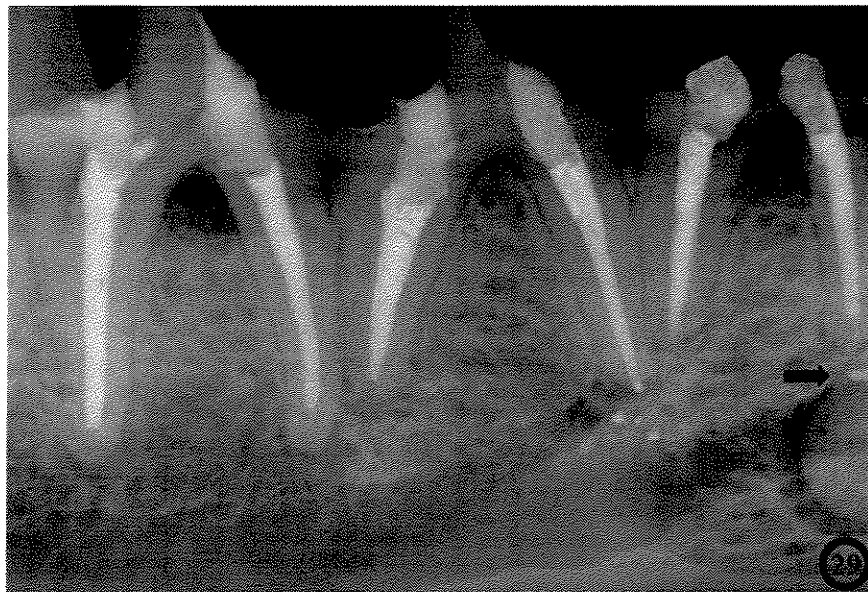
Radiografia periapical mostrando figura anterior, após 180 dias da obturação dos canais radiculares, observando-se na raiz mesial do 2º pré-molar inferior (seta) área periapical mostrando extravasamento de cimento obturador.
